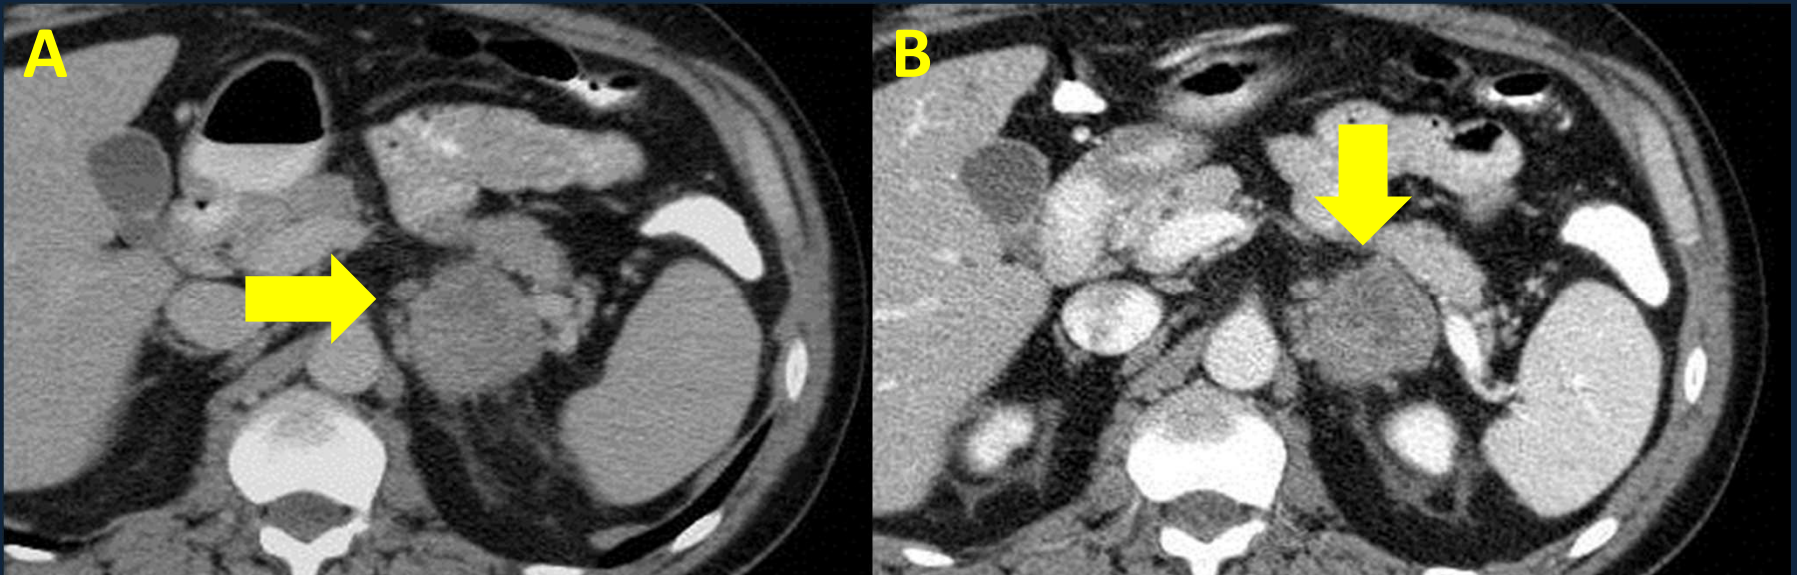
TC de abdomen estándar (A). Se observa glándula suprarrenal izquierda aumentada de tamaño a expensas de formación sólida hipodensa, la cual refuerza (B) tras la administración de contraste e.v.
